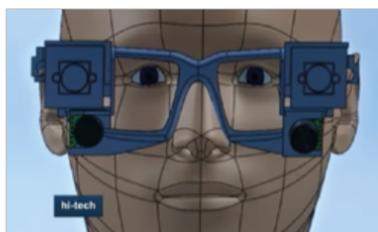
Utilisation des ultrasons pour guider les personnes aveugles
